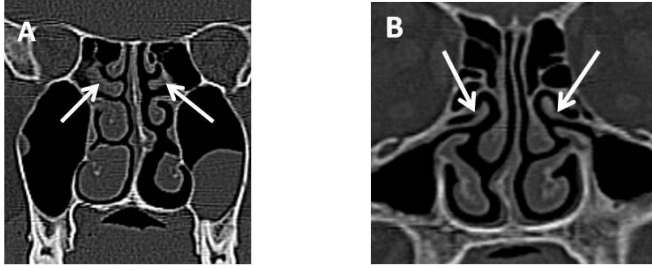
Süperior paradoks konka. Koronal BT’de bilateral paradoks üst konka izleniyor (oklar).
